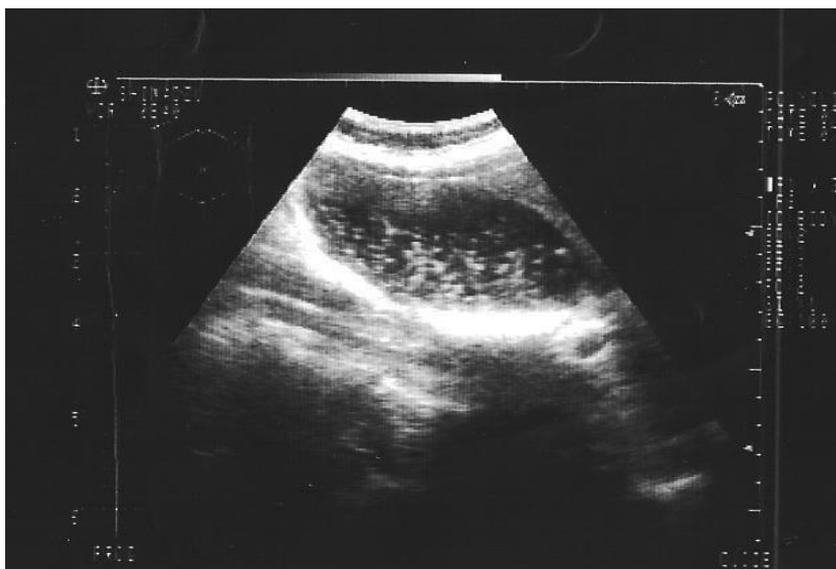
УЗИ желчного пузыря, БС 1 типа (взвесь мелких эхогенных частиц, не дающих акустической тени)
